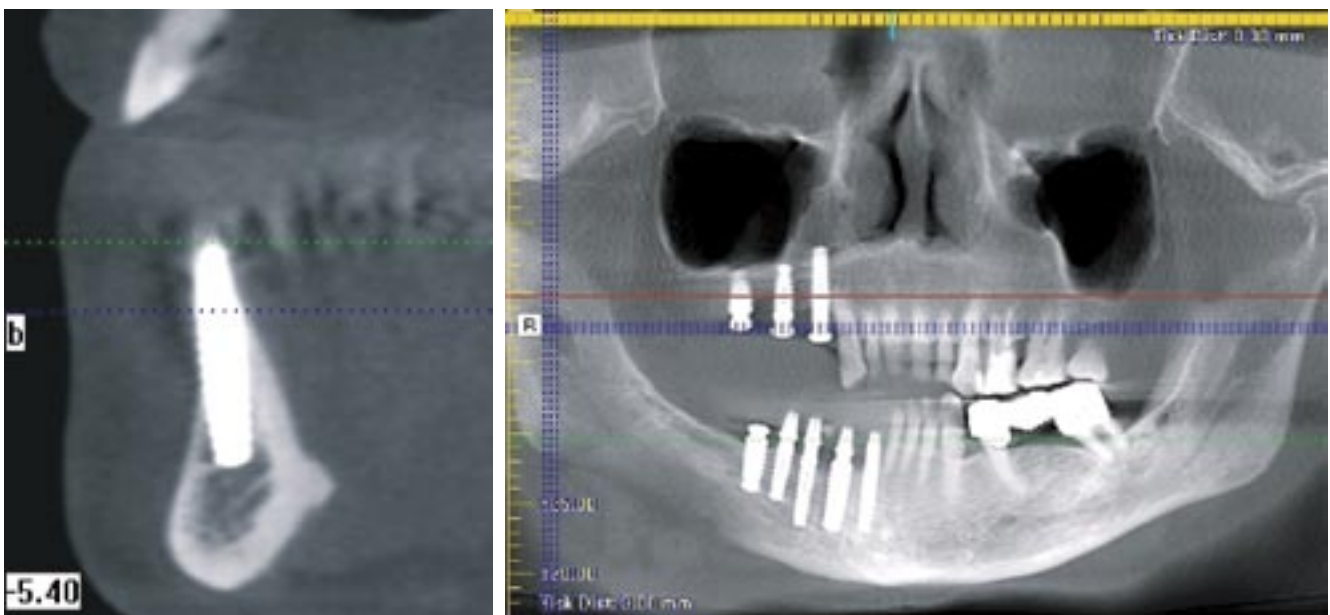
Дентальная объемная томография. На нижней челюсти – повреждение язычной кортикальной пластинки в области имплантатов 4.3, 4.4. Имплантат 4.5 интимно прилежит к задней стенке ментального отверстия
